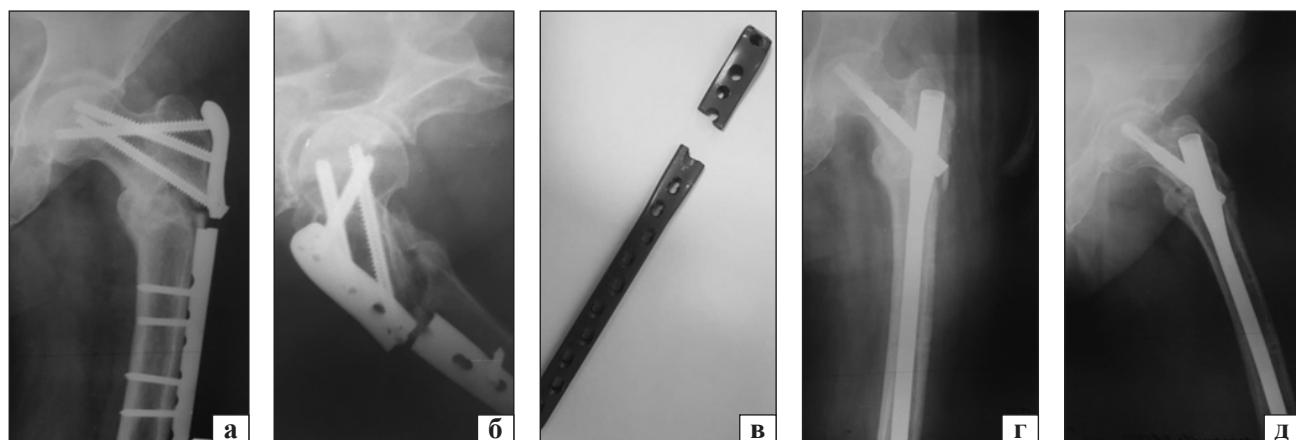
Рентгенограммы больной Х., 64 года: а, б) перелом металлоконструкции через 9 мес. после операции; в) удаленная пластина; г, д) после остеосинтеза стержнем PFNA LONG
